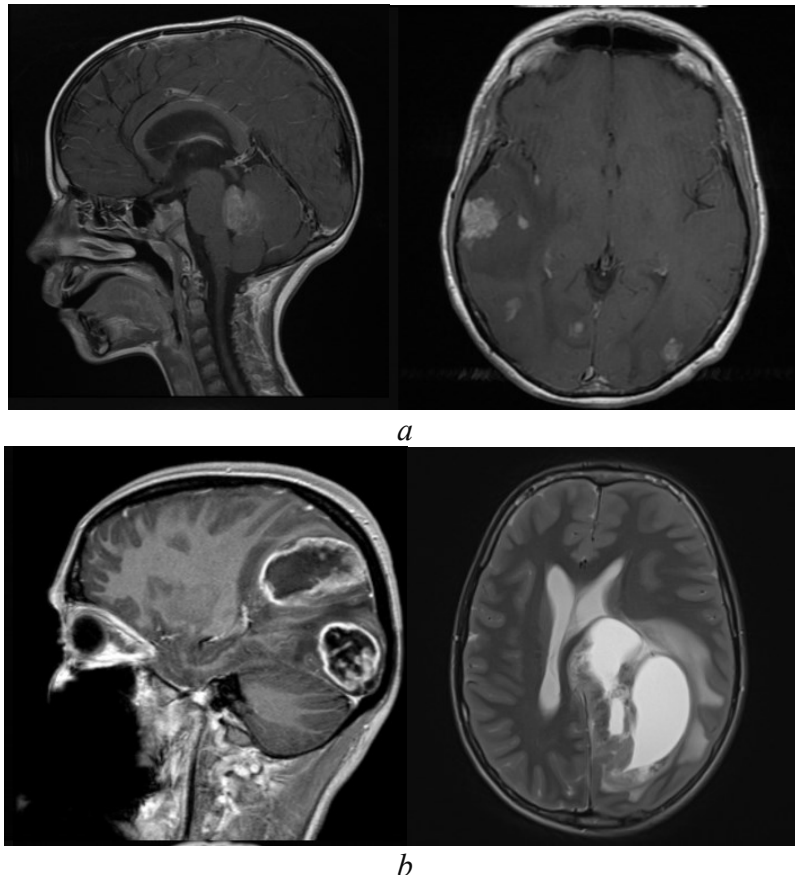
Зображення півки МР-томографії: а - зображення без використання контрастної речовини, б - зображення з використанням контрастної речовини.
